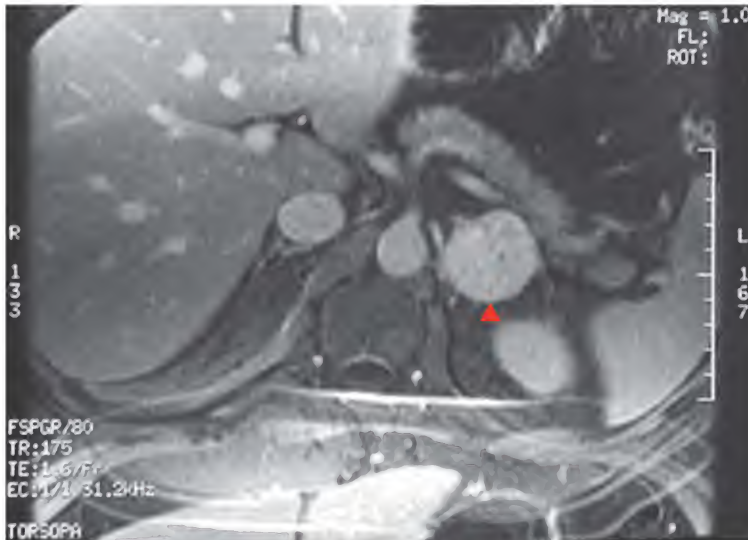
Feocromocitoma suprarrenal, resonancia magnética
